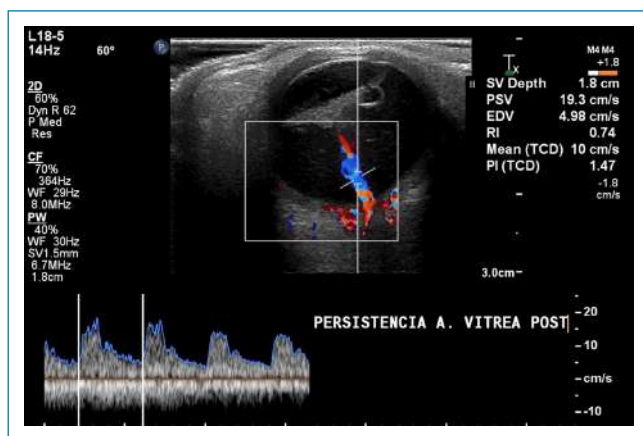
Ultrassonografia do globo ocular esquerdo com Doppler - Estudo espectral demonstra membrana posterior hiperecogênica no interior da câmara vítrea com fluxo arterial, inferindo persistência da circulação fetal posterior.
